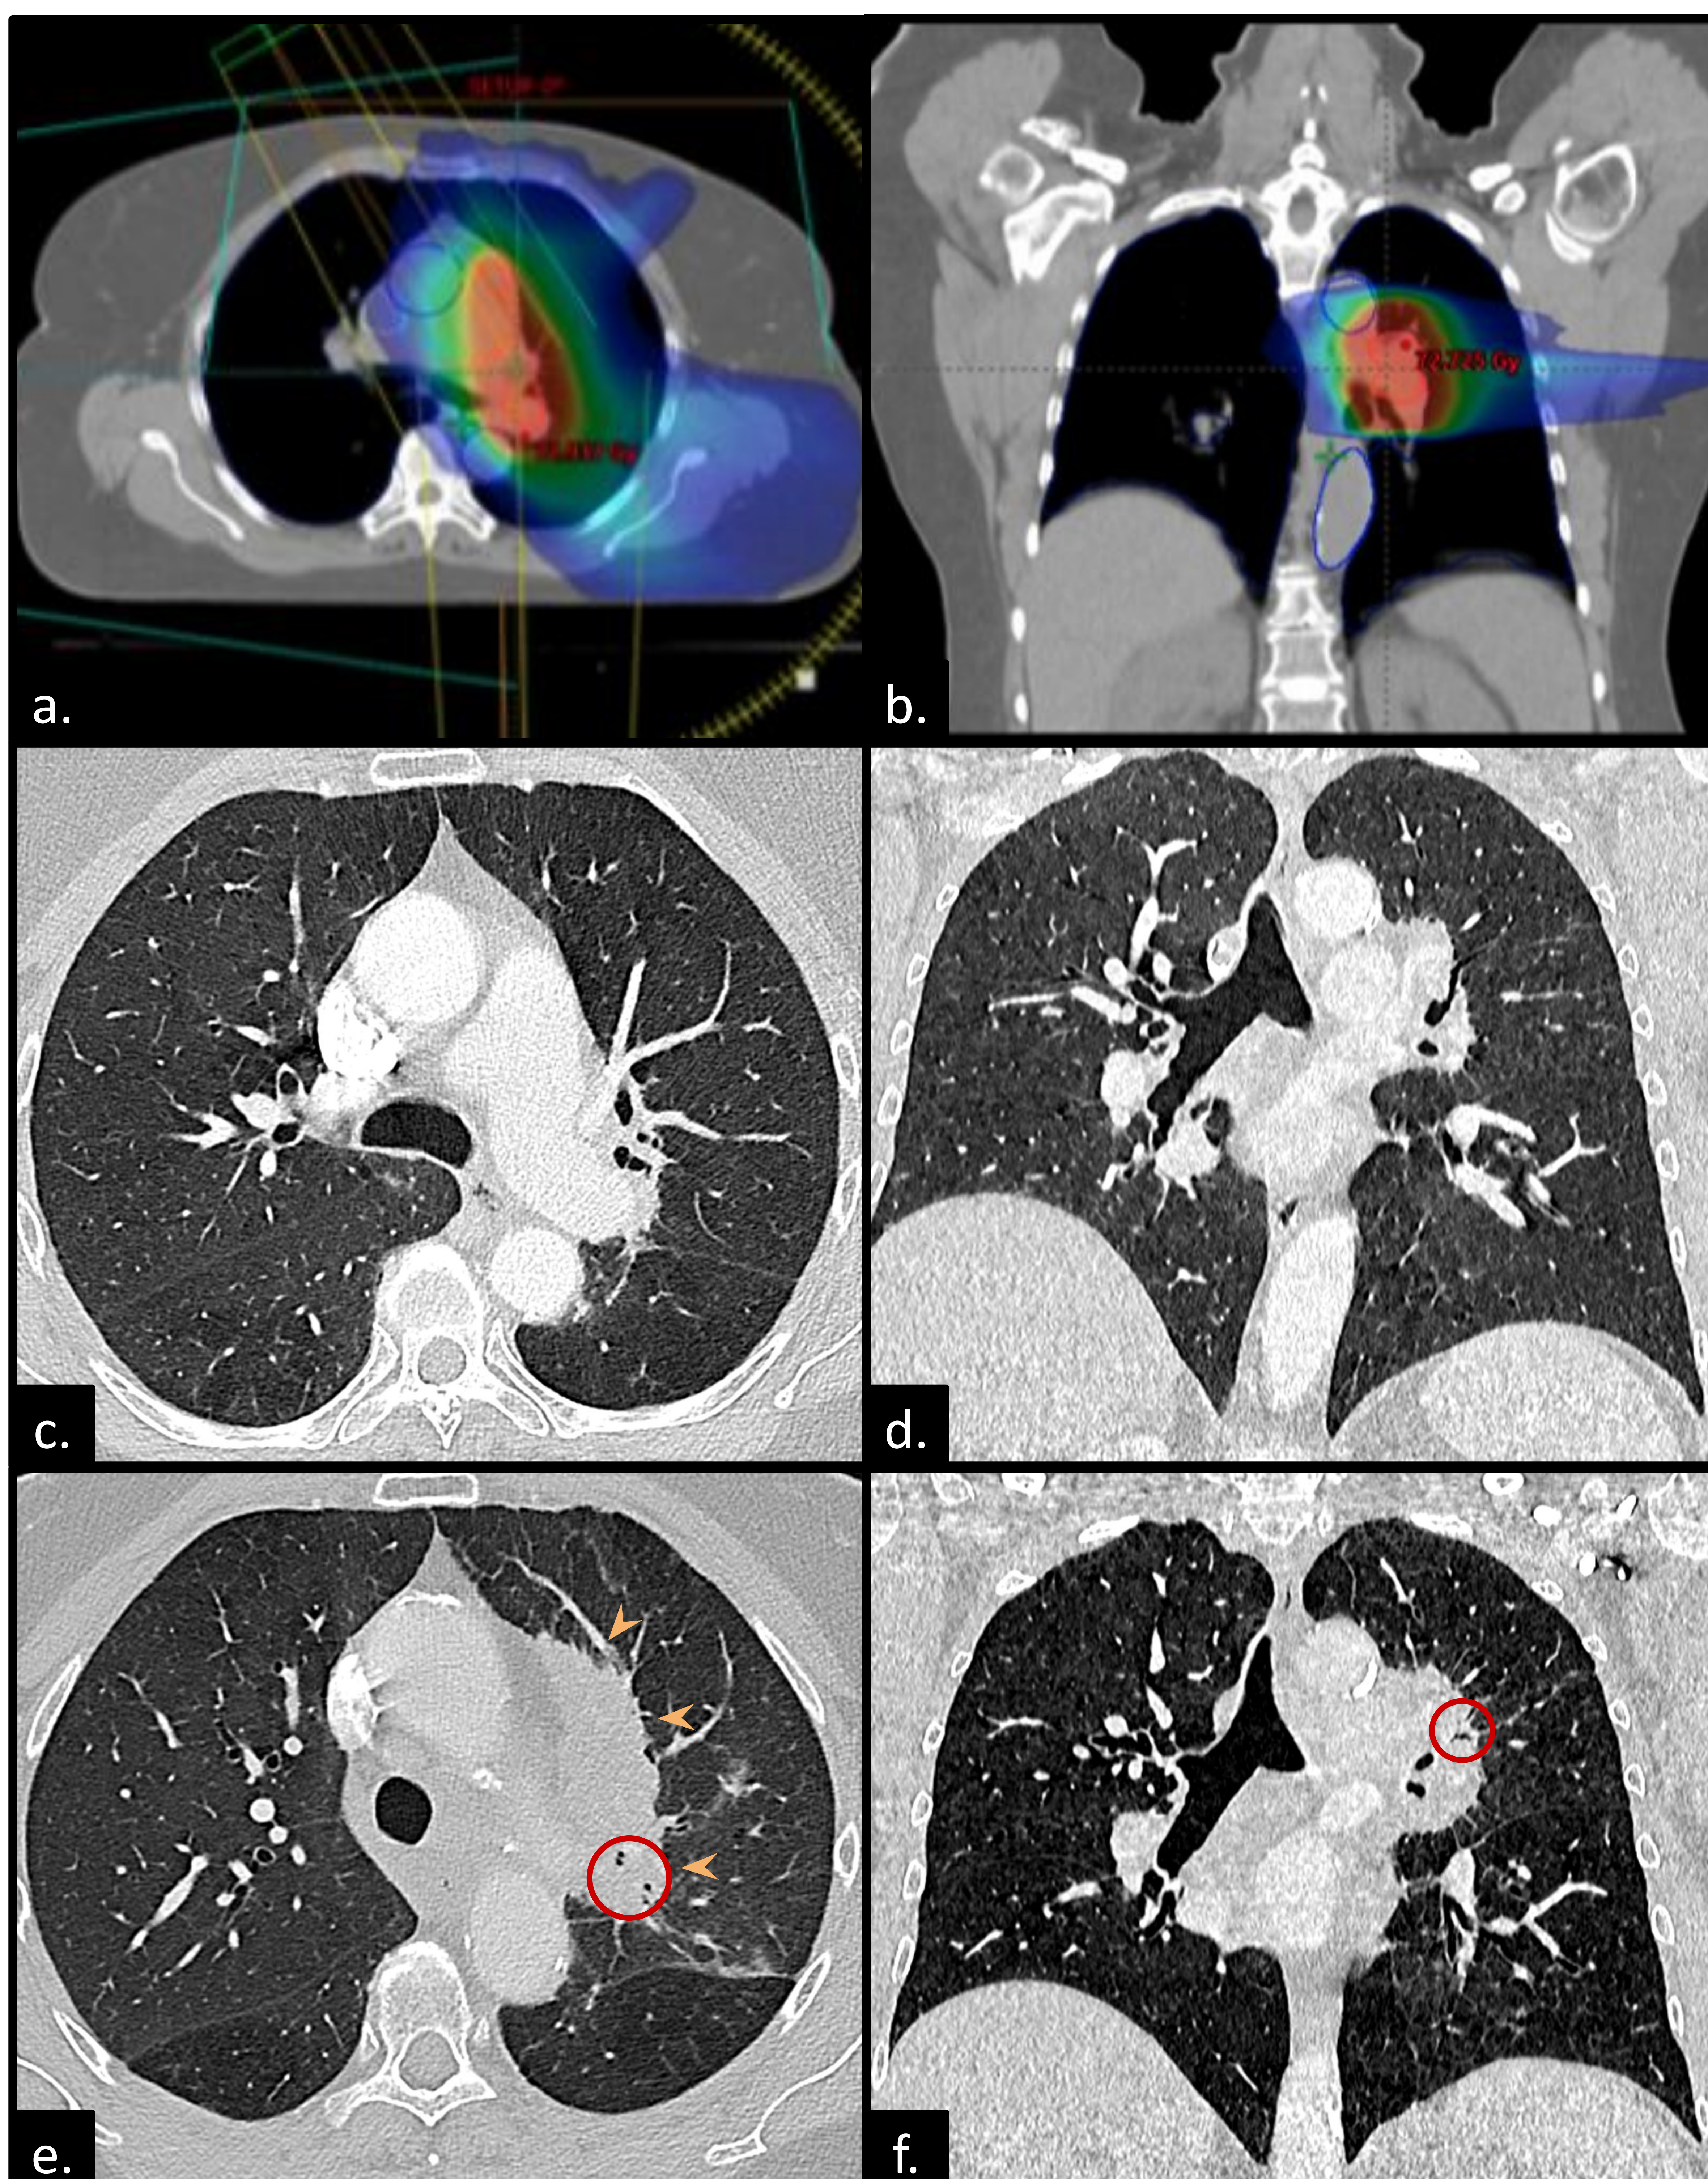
Mismo paciente que en figura anterior. Imagen de TC en ventana de partes blandas axial (a) y coronal (b) reconstruida dosimétricamente que muestra la lesión primaria tratada con radioterapia. TC torácico a los 15 meses acabada la radioterapia, imagen axial (c) y reconstrucción coronal (d) en ventana de pulmón, que muestra cambios crónicos mass-like, con pequeñas dilataciones bronquiales centrales. TC a los 4 años acabada la radioterapia, imagen en ventana de pulmón corte axial (e) y reconstrucción coronal (f) donde se evidencia crecimiento de aspecto sólido de los cambios crónicos conocidos, con lobulación de los márgenes (cabeza de flecha naranja) y obliteración parcial de vía aérea previamente aireada (círculo rojo). Se realizó biopsia, siendo positivo para malignidad.
